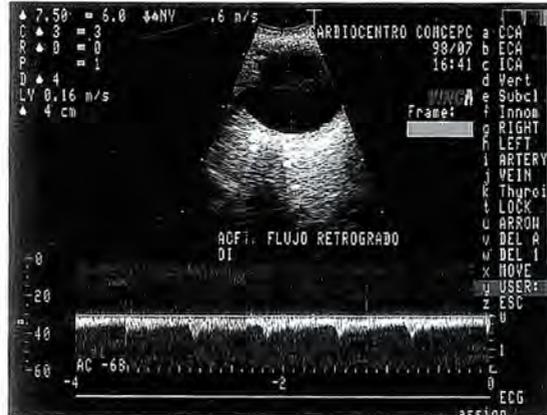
Caso N° 1 Eco Doppler color OI
